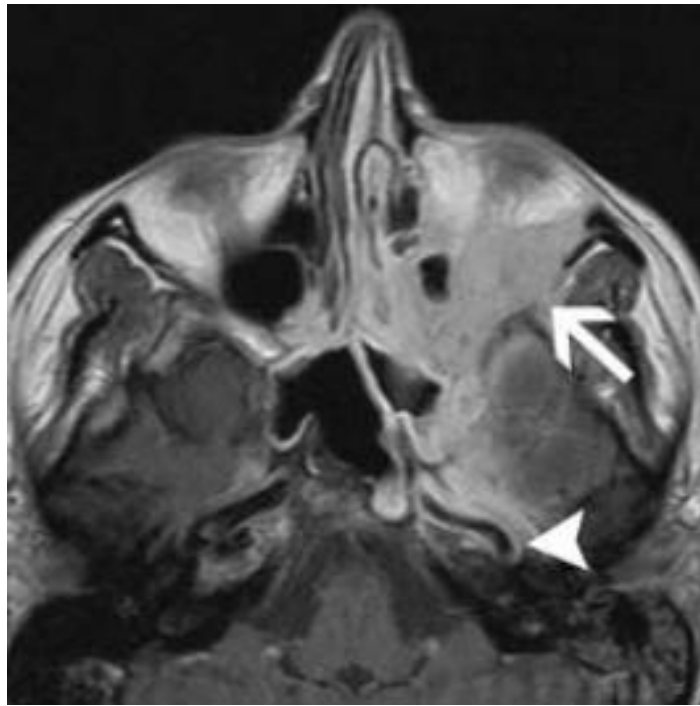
IRM objectivant une extension orbitaire et endocrânienne (41)
